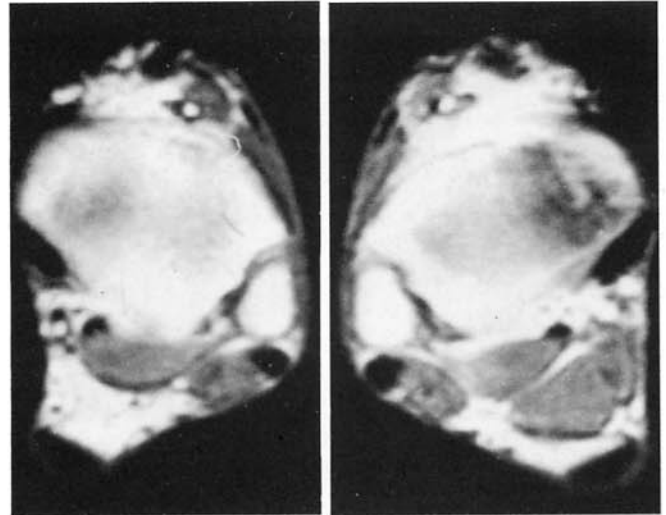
RM sezione assiale (TR: 1650 ms, TE: 50 ms). A destra presenza di tessuto muscolare nella zona adiposa tra flessore lungo dell'alluce e tendine di Achille; si tratta verosimilmente di muscolo soleo accessorio.
